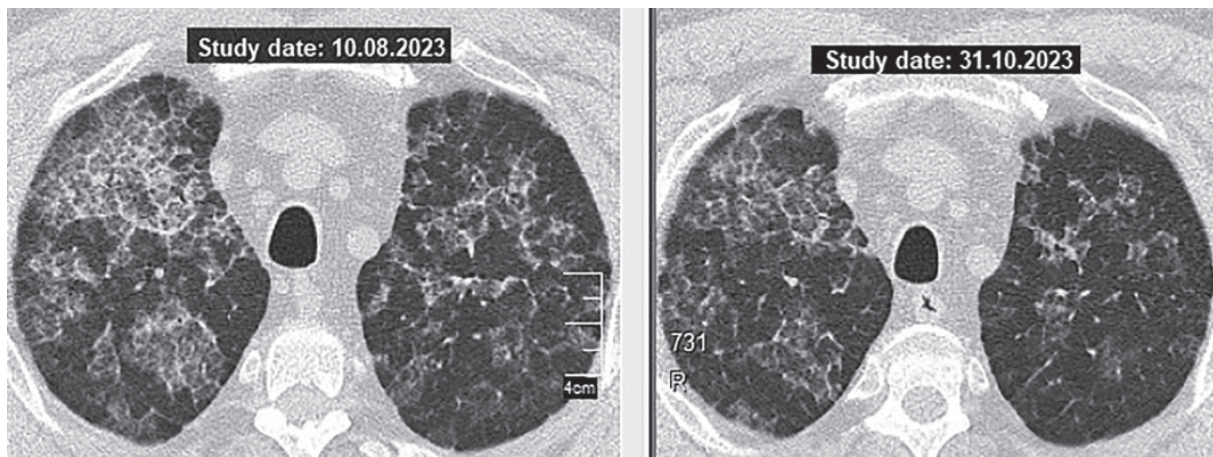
КТ легень пацієнта С. від 10.08.2023 (ліворуч), аксіальний зріз на рівні рукоятки грудни.
